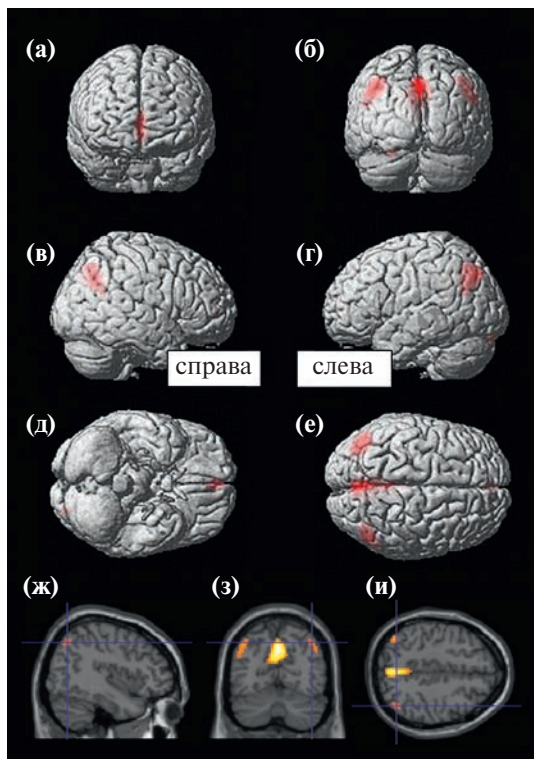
Сеть пассивного режима работы головного мозга. а–е – объемные реконструкции мозга: а, д – медиальные отделы лобных долей; б, е – задние отделы поясной извилины, предклинья; б–г, е – нижние отделы теменных долей (супрамаргинальные извилины, нижние теменные дольки). ж–и – те же зоны на МР-томограммах.
